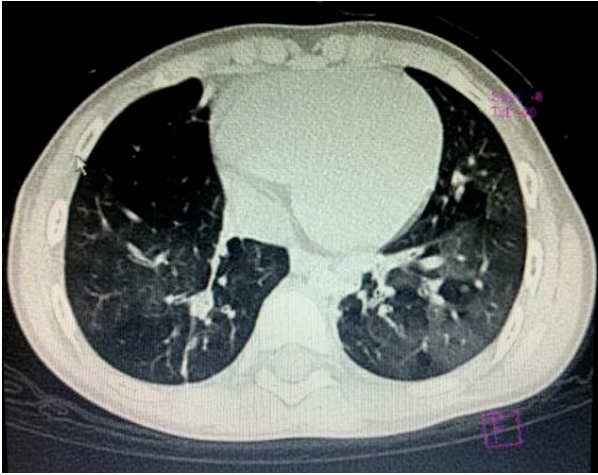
Tomografía axial de tórax de alta resolución con patrón en vidrio despulido y zonas de hipodensidad secundarias a atrapamiento aéreo. Se observó atelectasia posterobasal derecha y bronquiectasias basales bilaterales.
